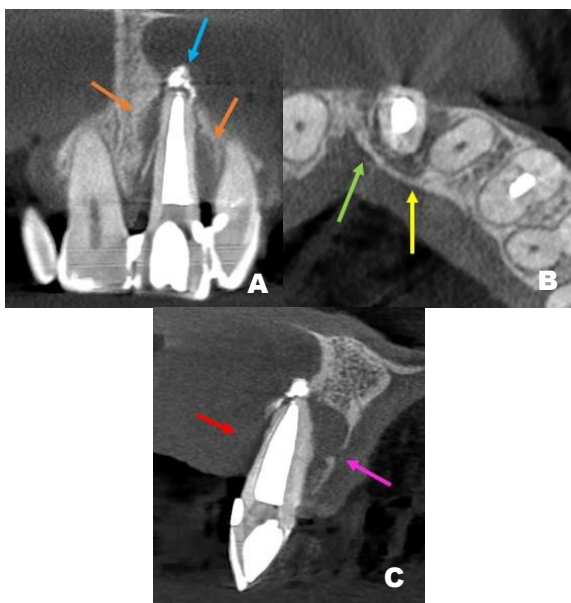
Tomografia computadorizada de feixe cônico final do dente 21: (A) No corte coronal a seta azul indica o material obturador em todo o conduto radicular e extravasado no periápice, as setas laranjas indicam a reabsorção óssea nas faces mesial e distal da raiz; (B) No corte axial as setas verdes e amarela indicam a extensão lateral da lesão; (C) No corte sagital a seta vermelha indica o rompimento da cortical óssea vestibular, e as setas em roxo a reabsorção da cortical óssea palatina.
